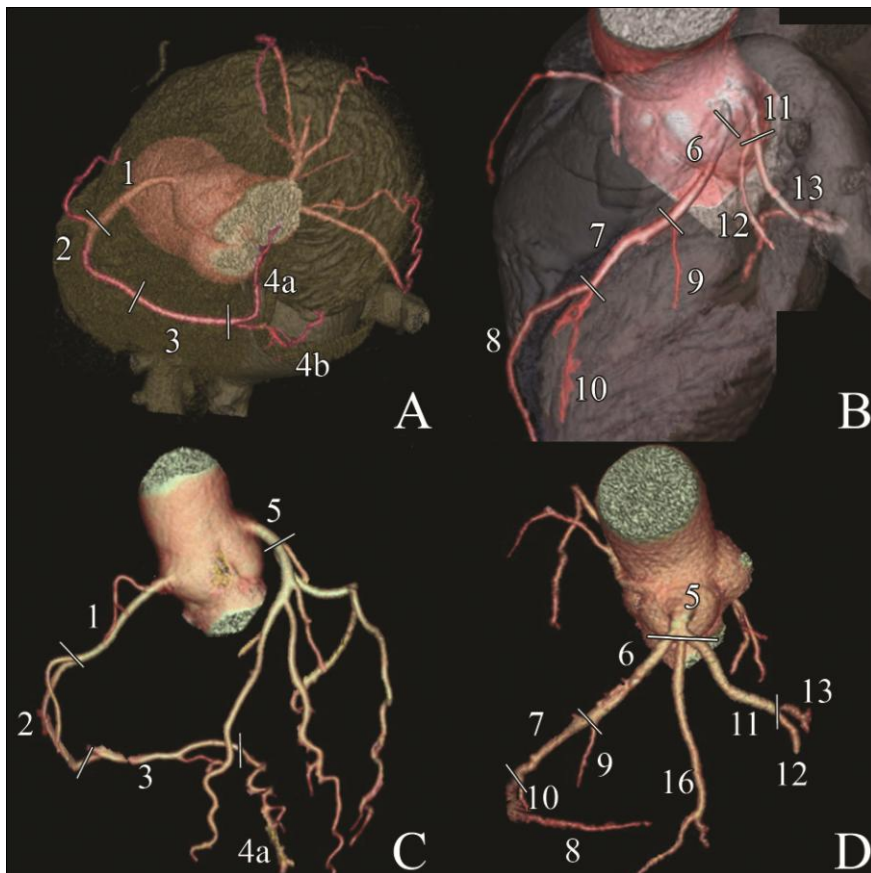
Reconstrução volumétrica de quatro Coronariografias por TC de 64 cortes; vista inferior com câmaras cardíacas à transparência (A), vista antero superior esquerda com câmaras cardíacas à transparência (B), vista anterior (C) e vista superior lateral esquerda (D); visualização dos segmentos cardíacos segunda a AHA numerados de 1 a 16. Na imagem B observa-se ausência do tronco comum (segmento 5).
